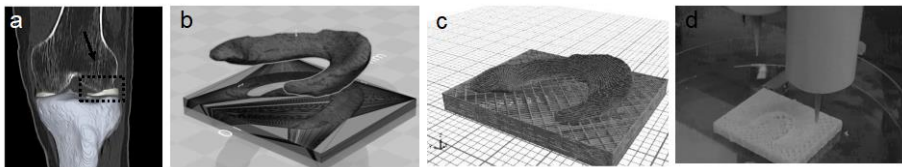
Realisierung eines Modells einer Außenmeniskus-Struktur nach Datentransfer und -aufbereitung aus humanen klinischen CT-Aufnahmen des Kniegelenkes (a), mit Teilen des Tibia- und Femurknochens. Transfer und Virtualisierung der Strukturumgebung in einer digitalen Umgebung (Microsoft Builder, b) und Umsetzung der Konstruktion in der entsprechenden Instrumentensoftwareumgebung (GeSiM), aufgebaut aus Einzelsträngen von Hydrogel und CPC als Support-Material (c). Herstellung mittels Multikanalextrusion (d).
